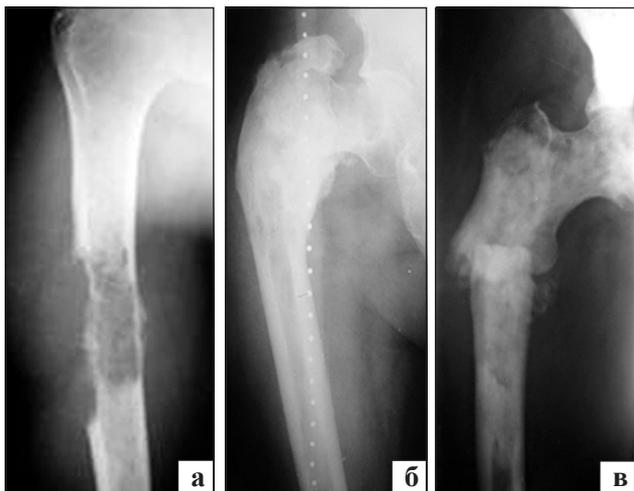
Фотоотпечатки рентгенограмм: а) плечевой кости. Метастаз рака почки. Литическая деструкция с/3 плечевой кости; б) тазобедренного сустава. Метастаз рака предстательной железы. Остеобластическая деструкция в/3 бедренной кости; в) тазобедренного сустава. Метастаз рака щитовидной железы. Смешанная деструкция в/3 бедренной кости. Патологический подвертельный перелом
